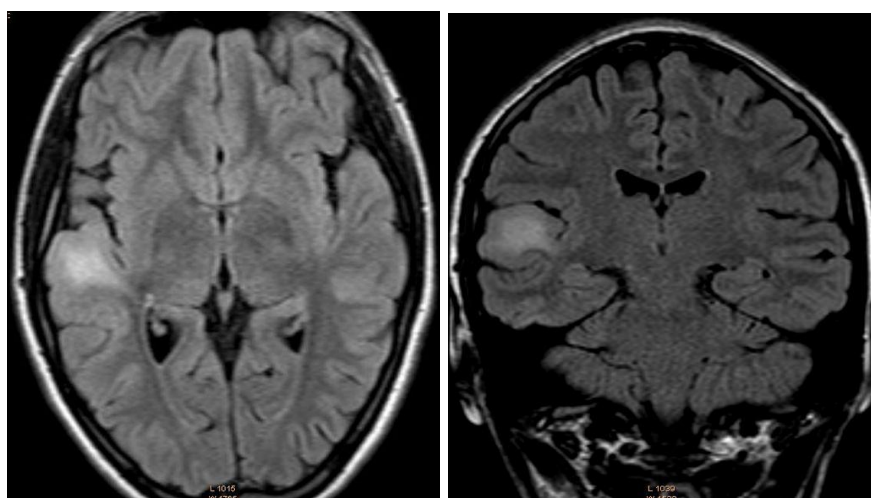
МРТ пациента с фокальной кортикальной дисплазией височной доли справа.
